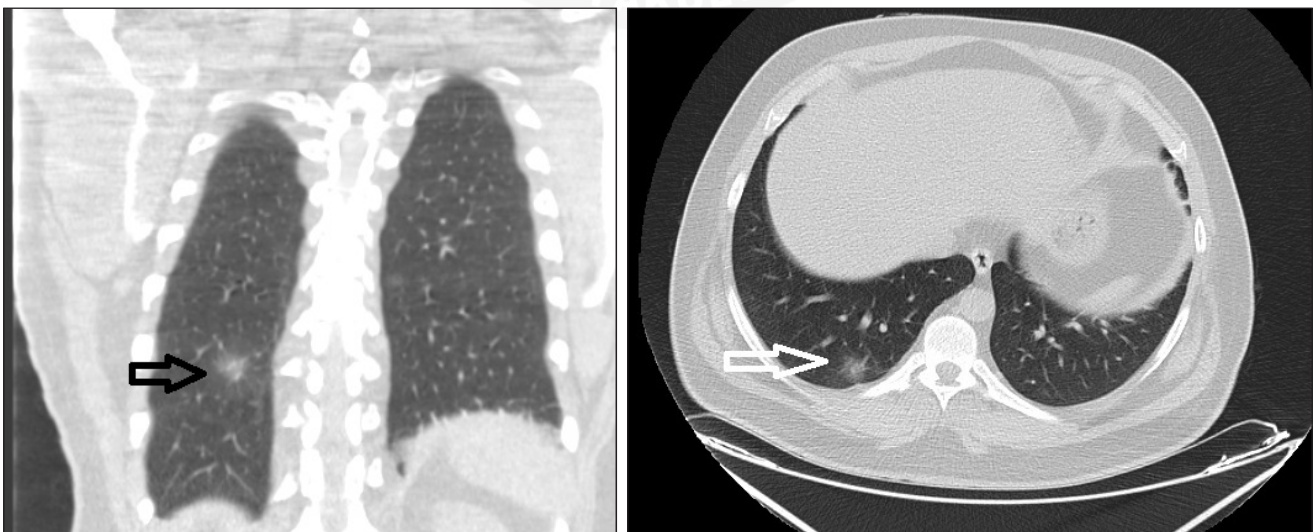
Thorax computed tomography without intravenous contrast media. The coronal and axial reformatted images reveal patched-style ground-glass opacities and consolidated area (arrows).
